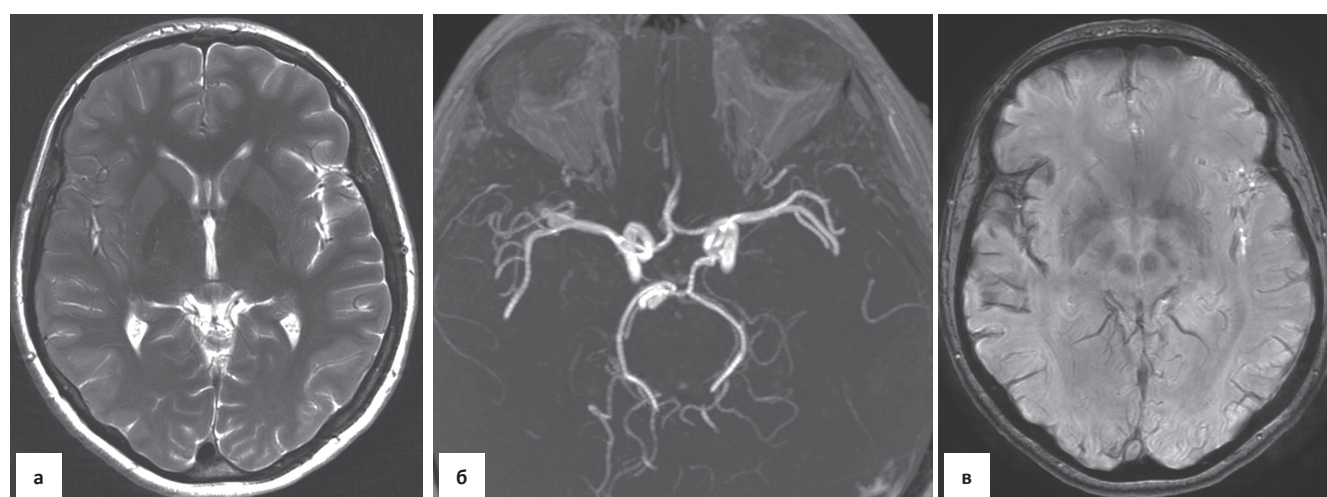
Поверхностный сидероз. МРТ в режимах T_2 (а), 3D TOF-ангиографии (б), SWAN (в). В режиме SWAN (в) в области Sylvian fissure справа определяется гипоинтенсивная зона понижения сигнала, повторяющая ход извилин и не визуализируемая в режиме T_2 . На 3D TOF-ангиографии определяется небольшая аневризма развилки средней мозговой артерии справа
